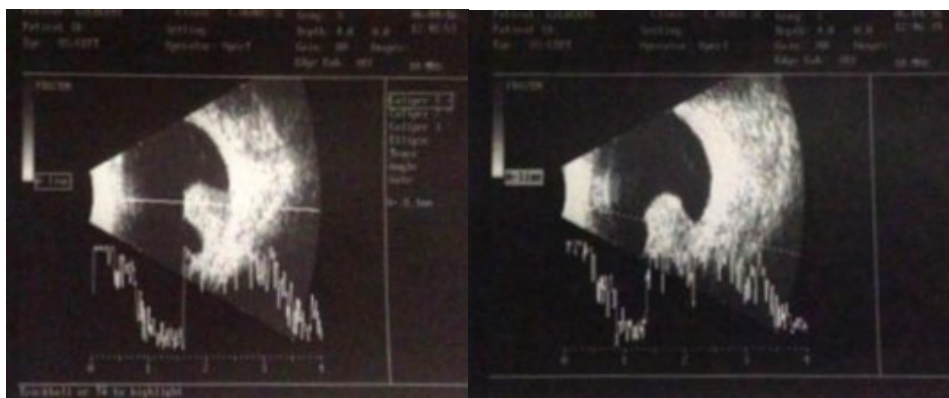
Ecografia evidenciando tumor de 11,5mm de espessura x 9,8mm de base
